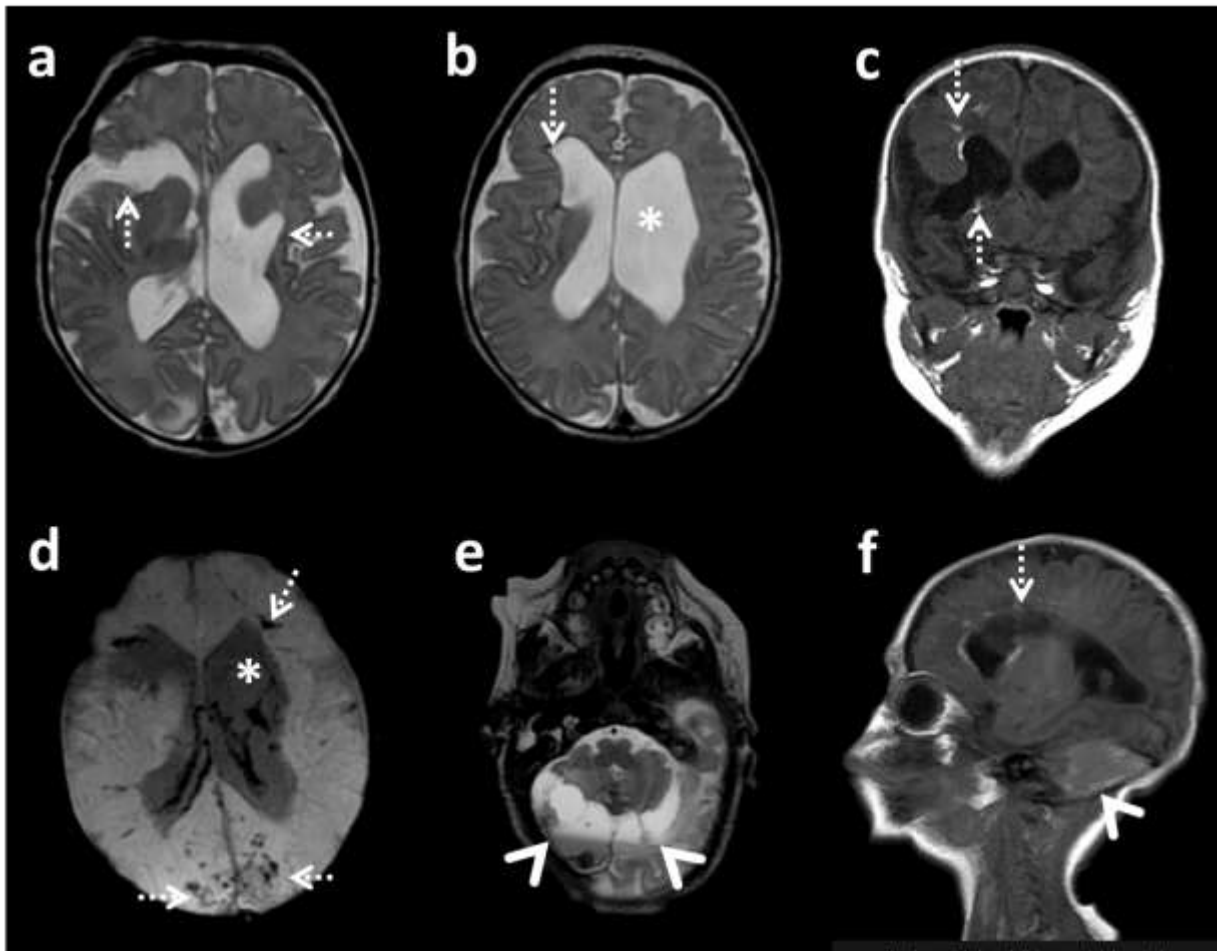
Mismo caso de la figura 10. Estudios postnatales de RM del encéfalo a los 17 días de vida con ventriculomegalia (asterisco), secuela de hematoma en el lóbulo frontal derecho, otros puntiformes dispersos en el cerebro y hemorragia de matriz germinal (flechas cortadas). Hematomas agudos y subagudos en ambos hemisferios cerebelosos (cabezas de fecha). Imágenes a) y b) axial T2, c) coronal T1, d) axial susceptibilidad magnética, e) axial T2 en la fosa posterior y f) sagital T1. Diagnóstico a los 3 meses de Síndrome de Gould COL4 A1 (Mutación genética del cromosoma 13, autosómica dominante, que afecta la cadena alfa 1 de colágeno tipo IV).
